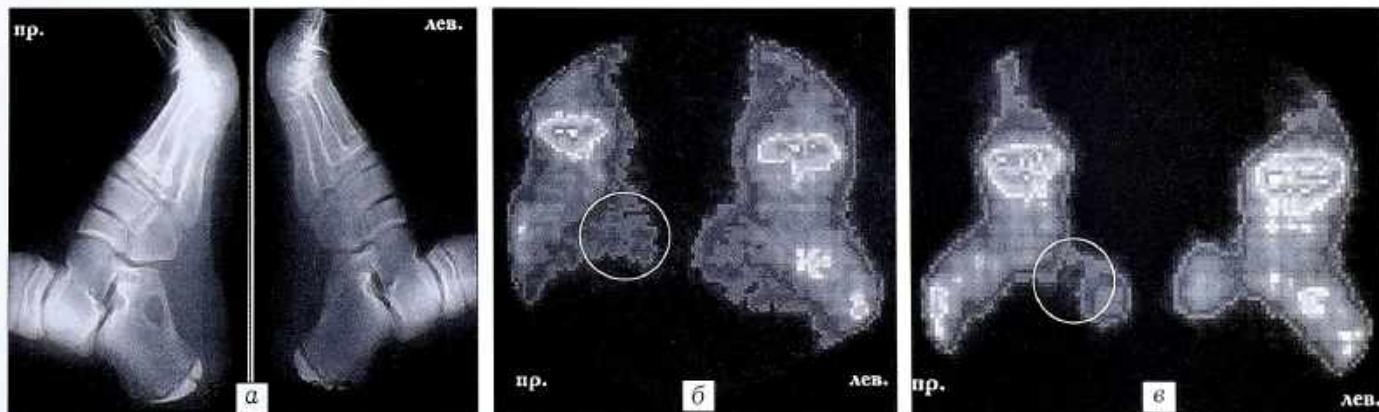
Рентгенограммы (а) и сцинтиграммы в фазе перфузии (б) и фазе фиксации РФП (в) больного М. 8 лет. Диагноз: солитарная киста правой пятонной кости.
